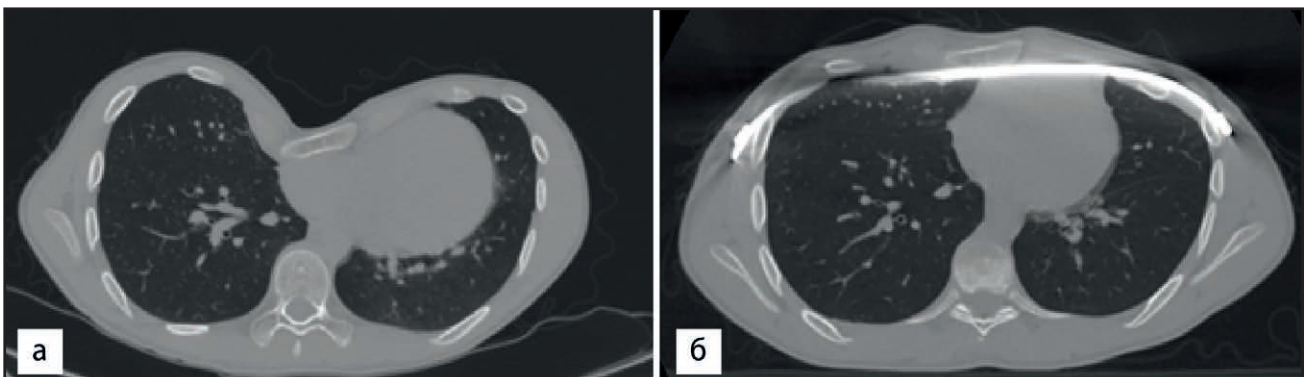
Комп'ютерна томографія пацієнта з лійкоподібною деформацією грудної клітки: а) до оперативного втручання; б) після хірургічної корекції за Nuss
